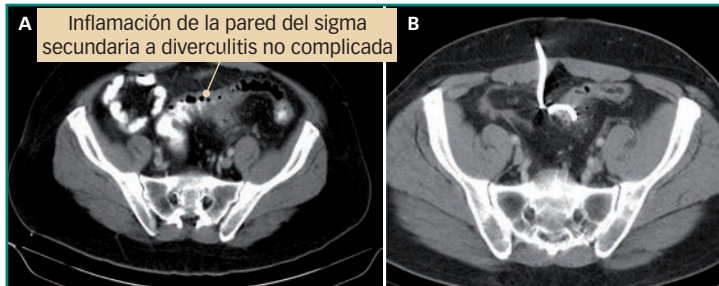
(A) TC de diverticulitis no complicada; (B) TC de diverticulitis complicada (Hinchey II) tratada mediante drenaje percutáneo.
